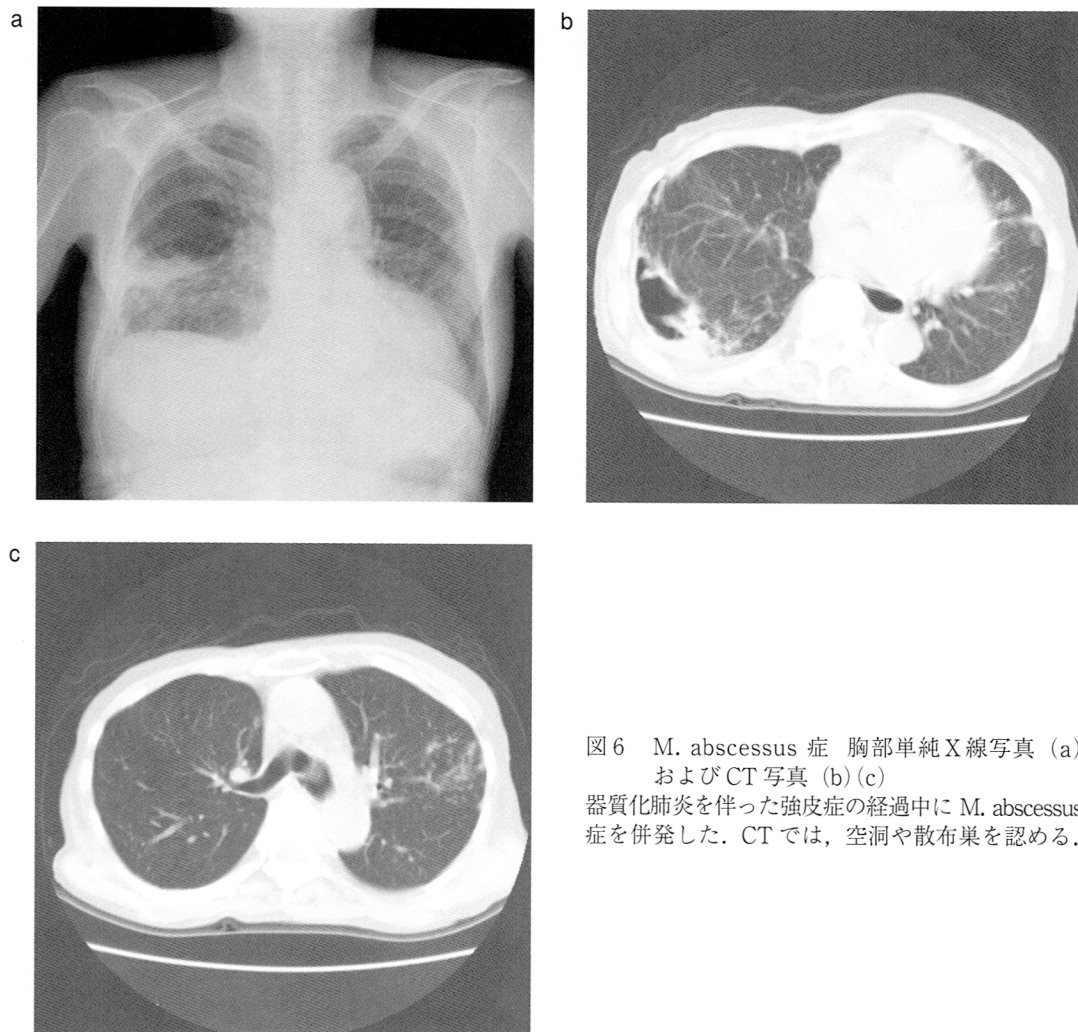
M. abscessus 症 胸部単純X線写真 (a)
